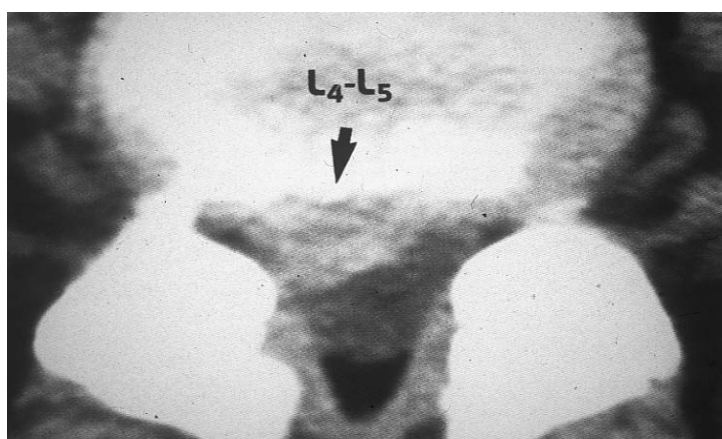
TDM du rachis lombosacré en coupe axiale montrant une Hernie discale L4-L5 droite.
